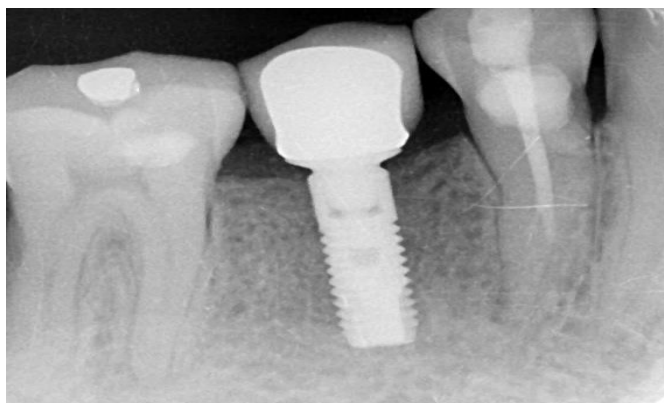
Рентгенологическое благополучие тканей вокруг имплантата
